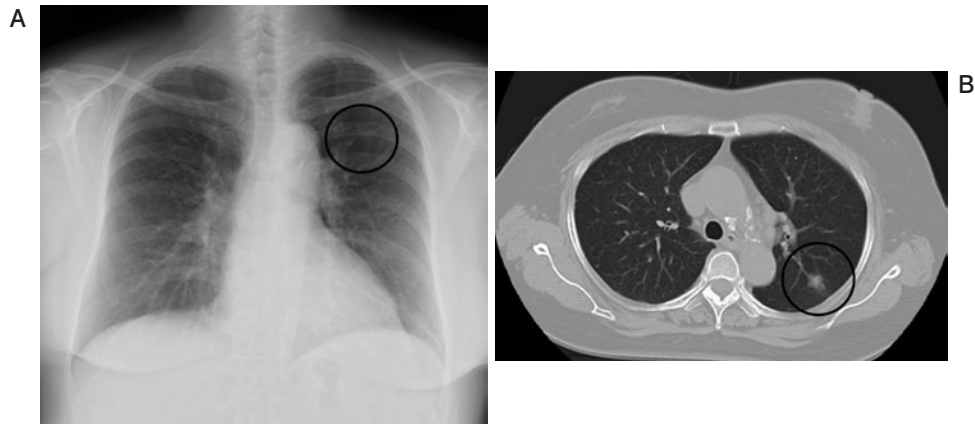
(A) Chest radiograph showing a nodule in the left upper lung field. (B) Chest CT scan showing a nodule in the left upper lobe of the lung.
